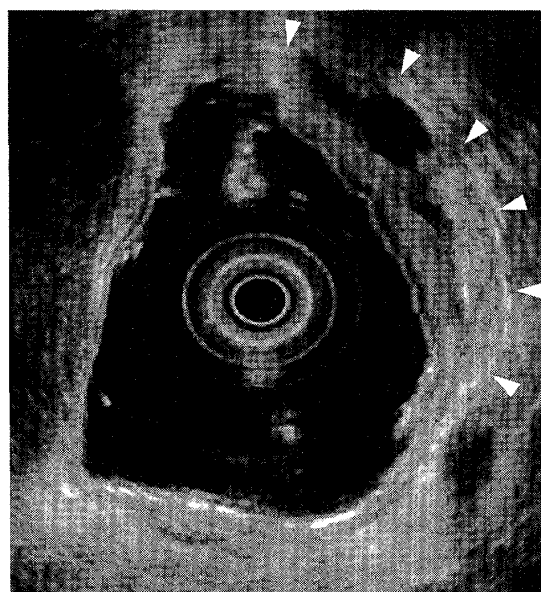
Endoscopic ultrasonography demonstrated the tumor as thickening of third and fourth layers of the gastric wall, and a large cystic lesion was presented in the fourth layer (arrowhead).
